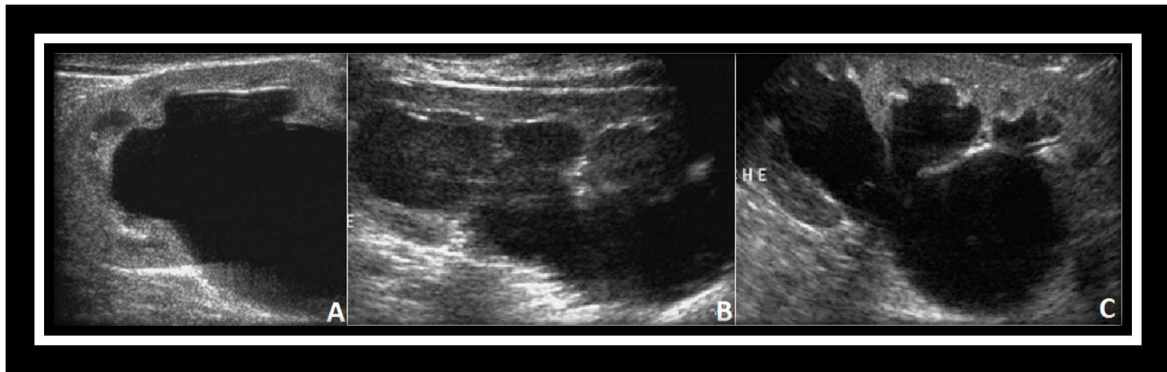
Dilatation pyélo-calicielle à l'échographie¹⁰⁴
